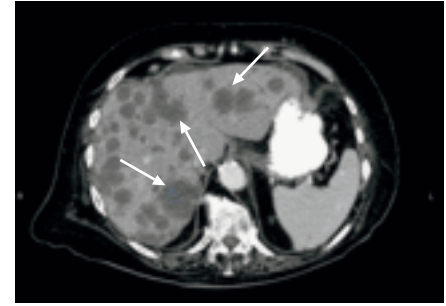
Image obtenue par TDM d'un carcinome hépatocellulaire multifocal (flèches).
